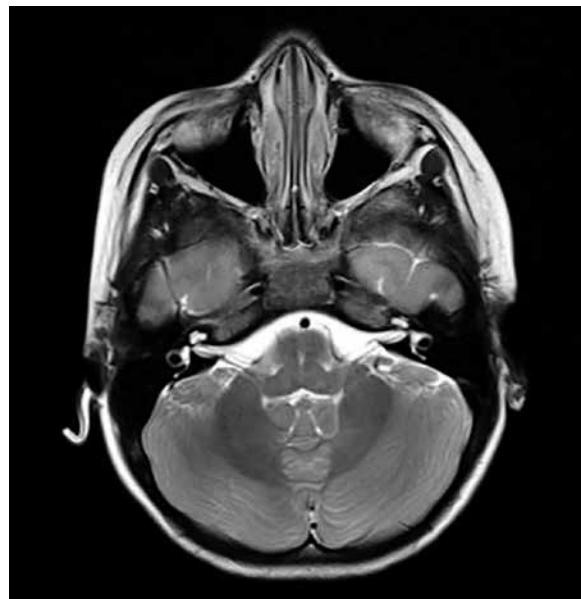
Corte axial de resonancia magnética en secuencia T2 con contactos vasculares a nivel cisternal de ambas arterias cerebelosas anteroinferiores con predominio izquierdo.
